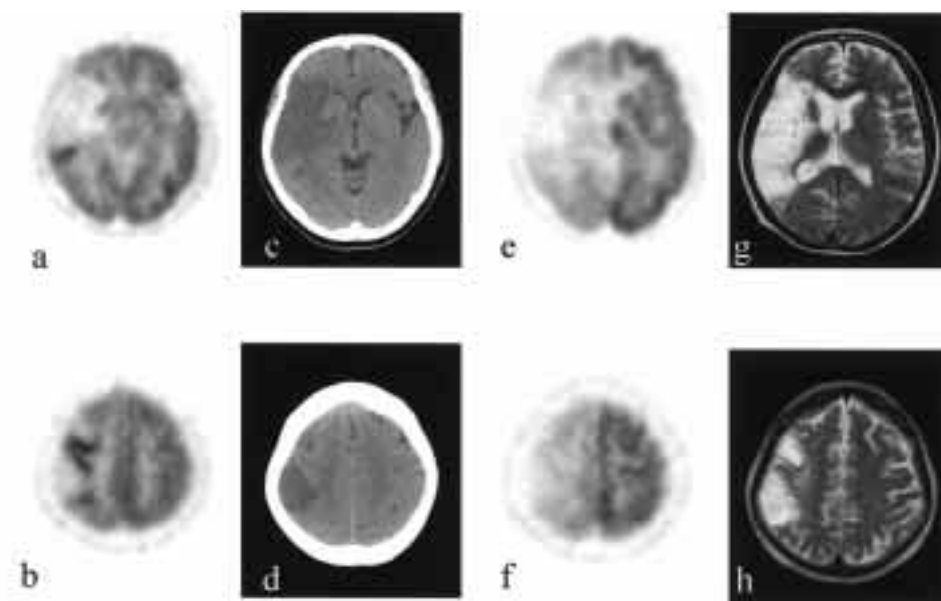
Case 2 (#21): A 67-year-old female with acute cardiogenic MCA embolism. The ^{18}F -FDG images and CT scan on the left side (a–d) were obtained in the acute stage, and those on the right side (e–h) were obtained 3 months after episode. In the acute stage, ^{18}F -FDG highly accumulated into the rim of the infarcted area (peri-infarcted zone) detected by the CT image on the 2nd hospital day (c, d). MRI images (g, h) taken in the chronic stage, revealed that the hyper-accumulated area in the acute stage turned to be infarcted.
